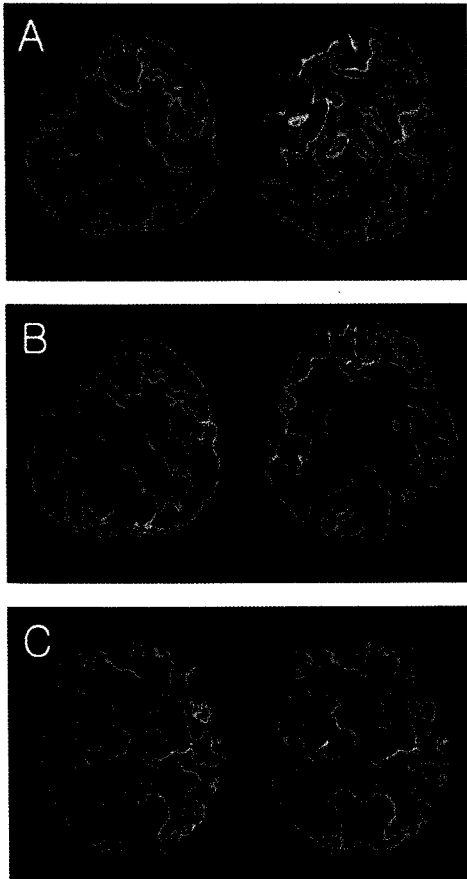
FDG-PET findings of Alzheimer disease. Note involvement of temporoparietal area in early stage (B), which progresses to frontal area in later stages (C).
